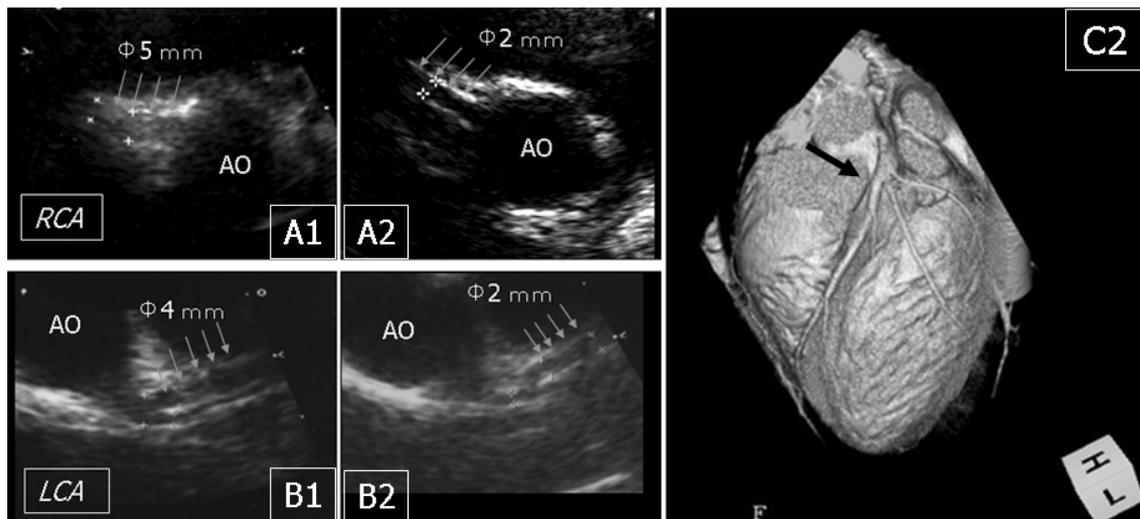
移植前後 (患者 A1 A2, 患者 B1 B2) の超音波検査による冠動脈病変の変化 (矢印)。C2 は患者 A の移植後の multislice spiral computed tomography による病変の消失 (矢印)。
